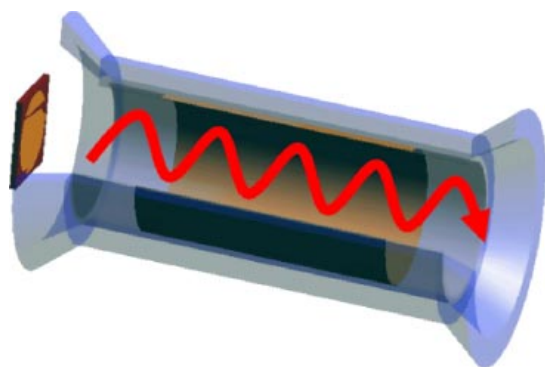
Использование туннеля томографа в качестве волновода для проведения исследований тела человека: РЧ-сигнал распространяется вдоль оси туннеля, который выполняет функцию цилиндрического металлического волновода на частоте, близкой к 300 МГц (рабочая частота МРТ с полем 7 Тл). Этот сигнал возбуждается и принимается антенной, находящейся у левого конца туннеля. Сигнал почти полностью отражается от правого конца туннеля, поскольку излучение из открытого конца одномодового волновода незначительно.
